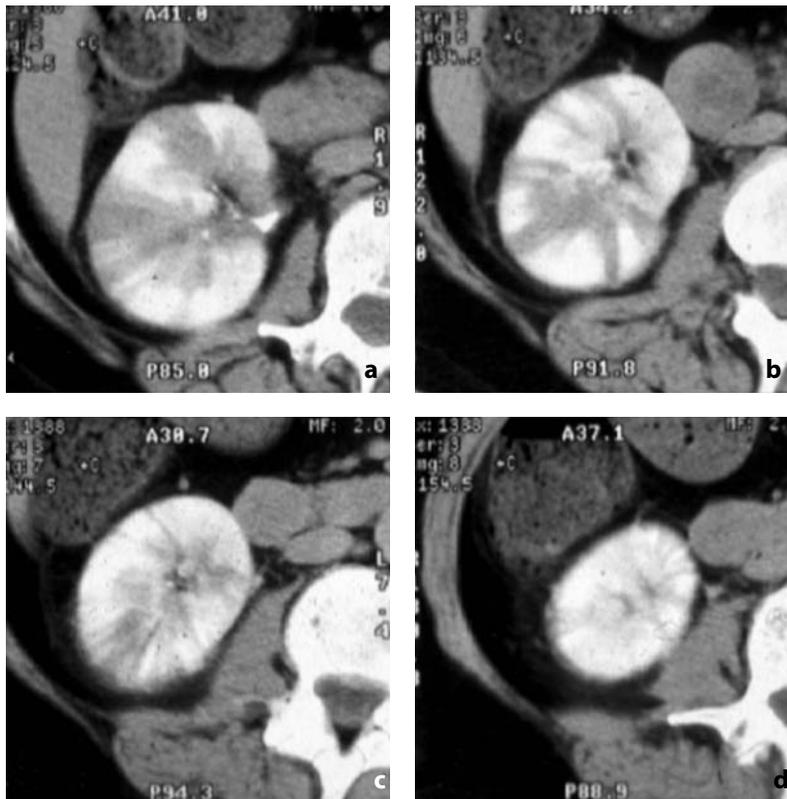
TC con mdc. Pielonefrite acuta diffusa. a-d Si rileva un nefrogramma striato dopo iniezione del mdc, a causa dell'alternanza di tubuli funzionanti contenenti mdc e tubuli intasati da leucociti. Si apprezzano inoltre aree cuneiformi ipodense conseguenti all'edema e al vasospasmo (a, b)
